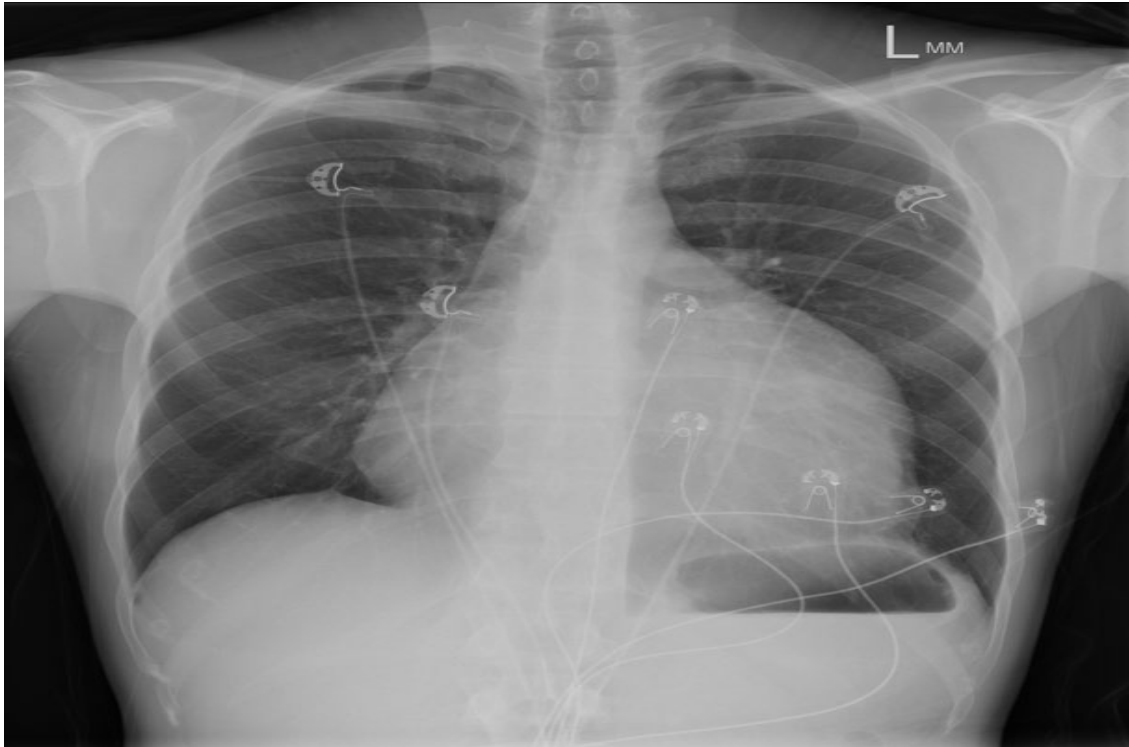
Рентгенограма ОГК. Великий перикардіальний випіт. Характерна «колбоподібна» конфігурація серцевої тіні, гладкі контури, відсутність ознак легеневого застою
